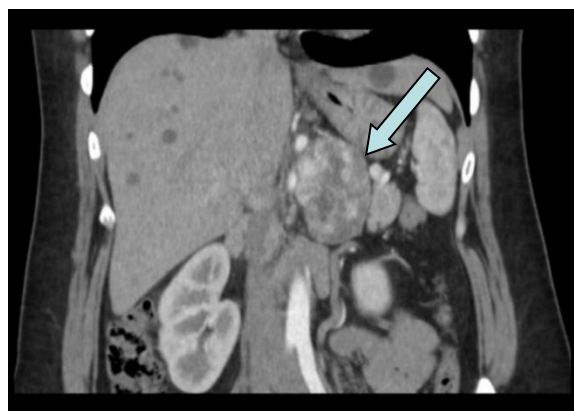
TAC abdominal con contraste, en un corte coronal, donde se observa una lesión de 5 cm, isodensa, que capta contraste, localizada en el espacio retroperitoneal y suprarenal izquierdo (flecha), que corresponde con un feocromocitoma.
